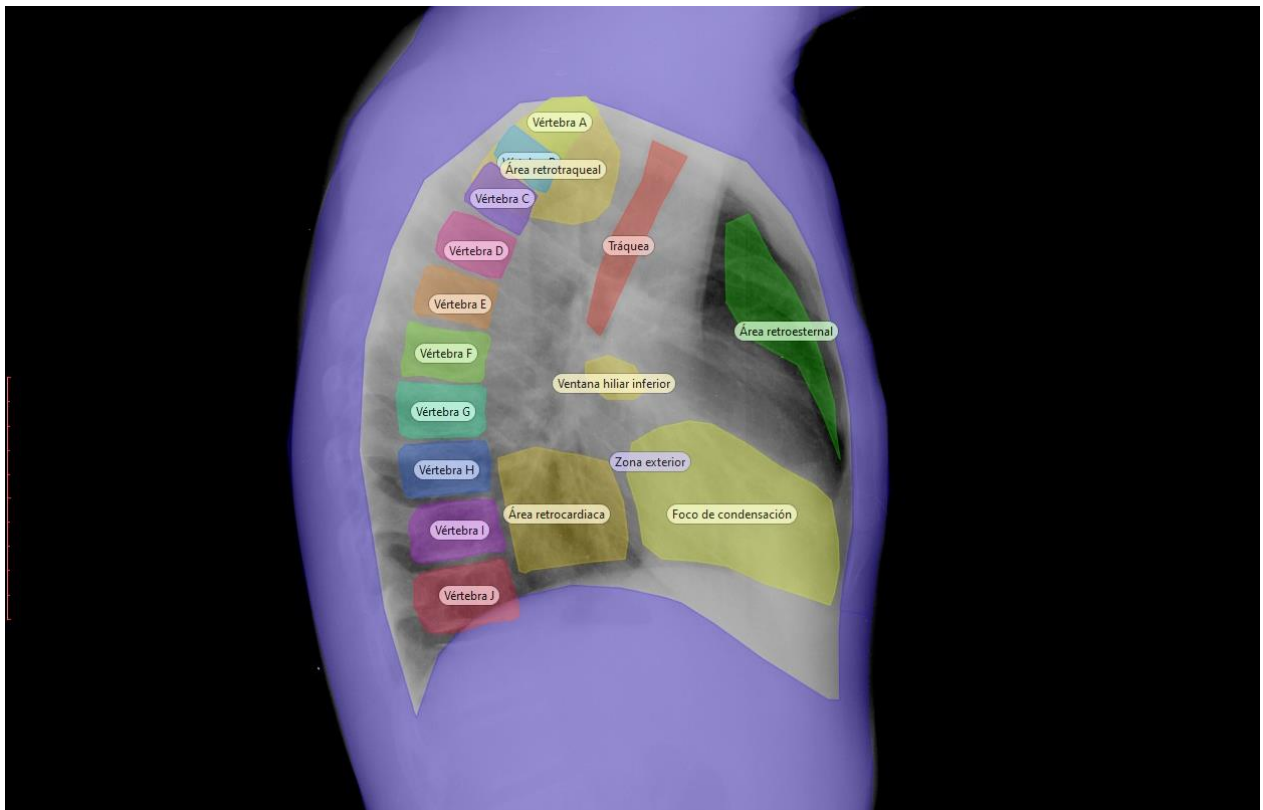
Áreas de interés en radiografías laterales.
